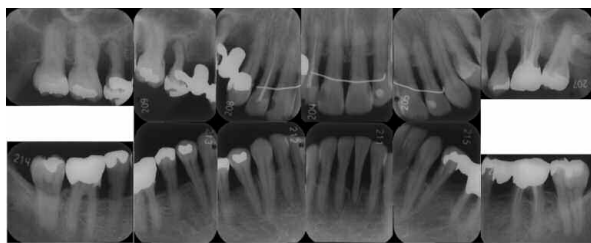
SPT時のデンタルX線写真（2007年3月）
